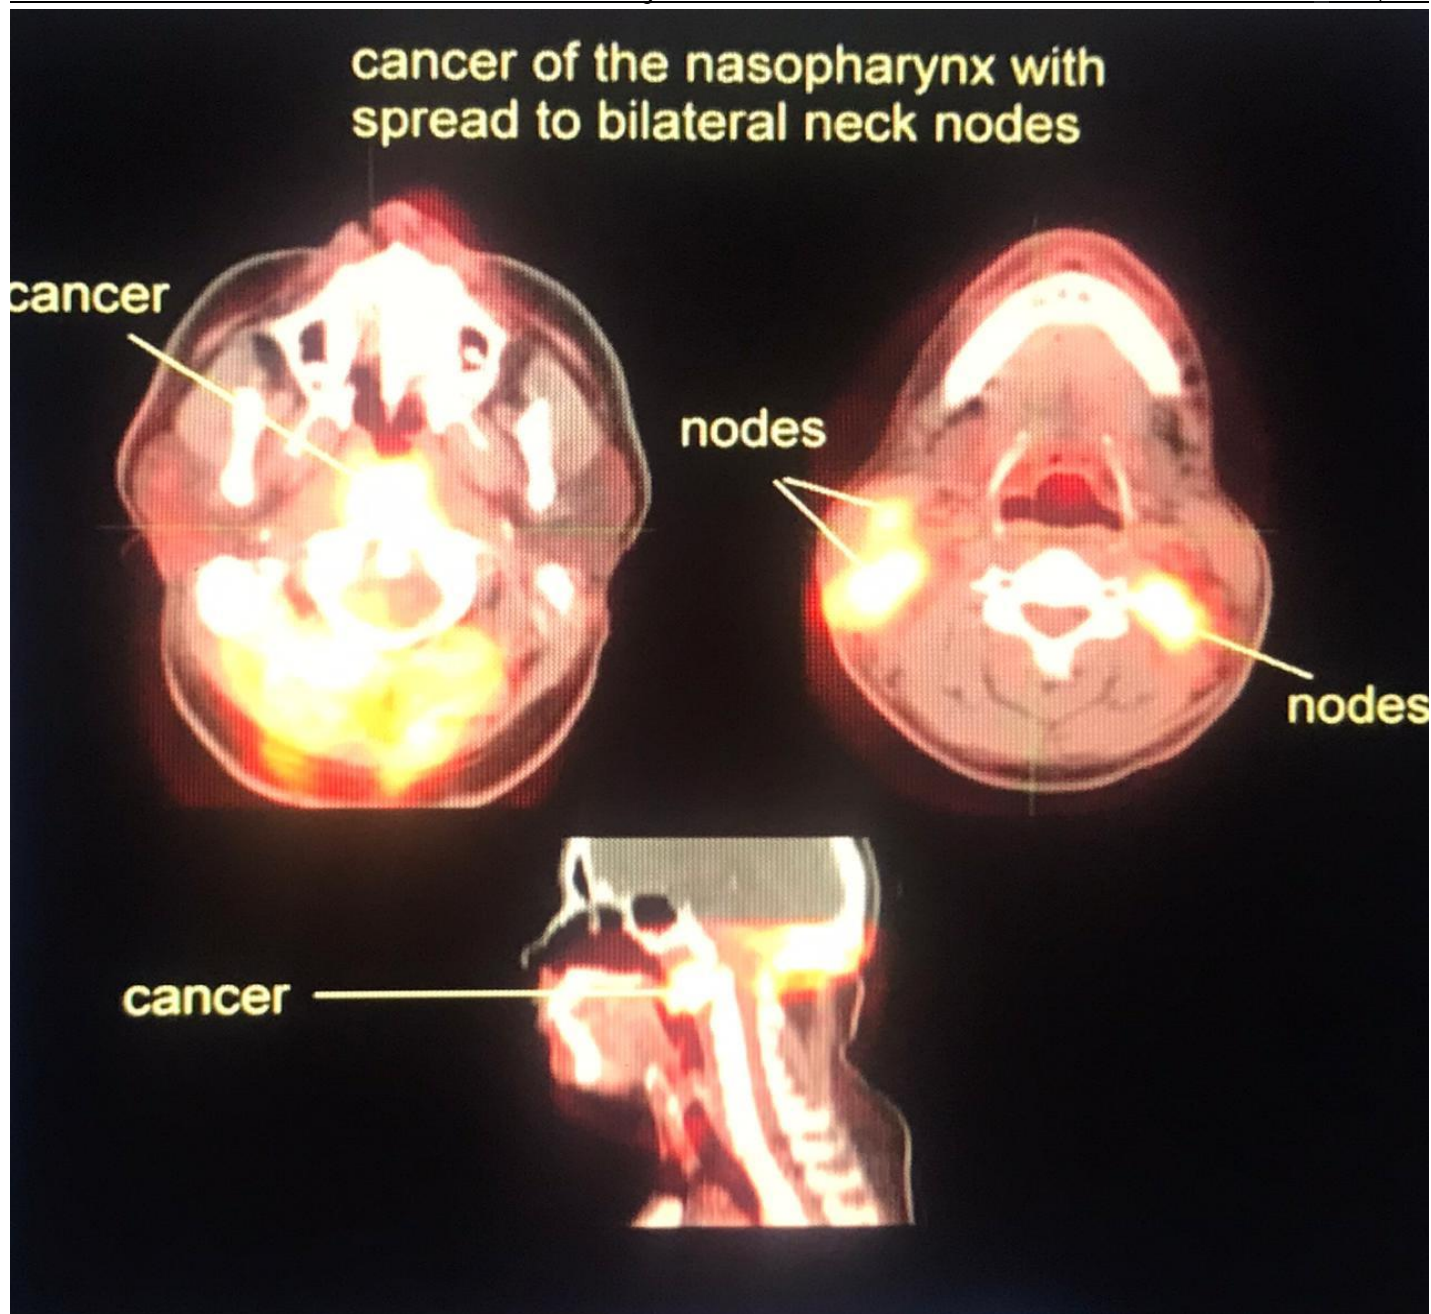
Cancer du nasopharynx avec ganglions lymphatiques atteints sur PET-Scann
